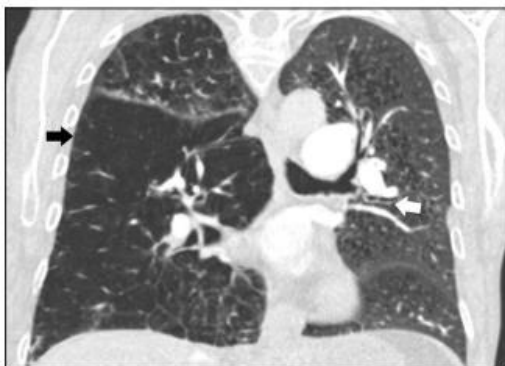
CO-RADS 1 con enfisema. Varón de 54 años con enfermedad pulmonar (EPOC), empeoramiento reciente de la falta de aliento y taquicardia persistente. La tomografía computarizada de tórax muestra enfisema centrolobulillar y paraseptal (flecha negra) y engrosamiento de la pared bronquial bilateral (flecha blanca). (10)
